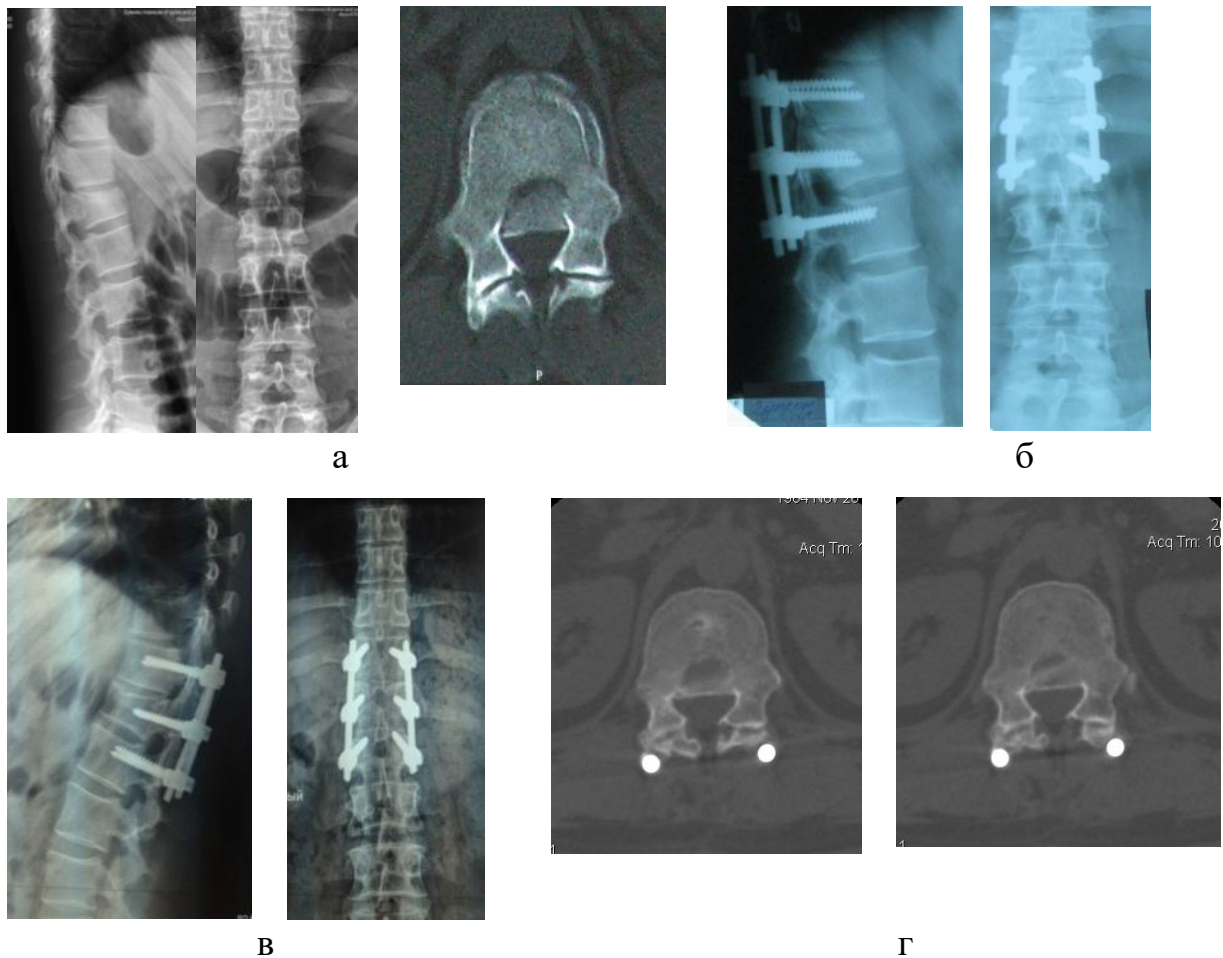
Рентгенограми та томограми хворого Ч., історія хвороби № 87940: до (а), після (б), через 1 (в) і 2 (г) роки після хірургічного втручання
